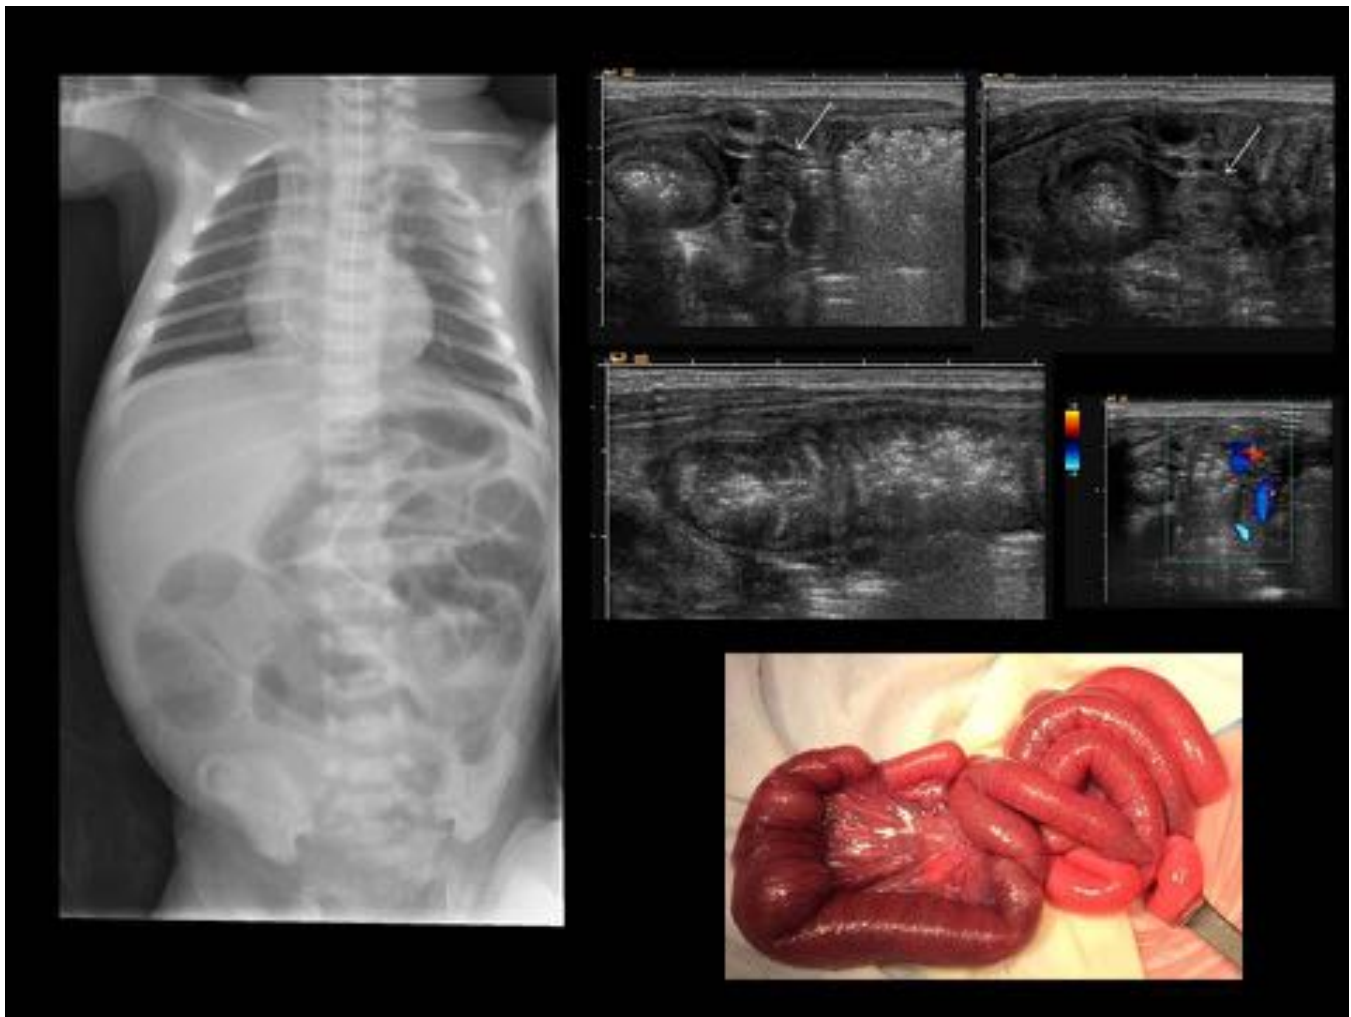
DILATACIÓN SEGMENTARIA CONGÉNITA DEL ÍLEON. RNT de 5 días obstrucción intestinal baja incompleta. No retraso meconiorrexis. Ecografía con asas muy distendidas en hemiabdomen izquierdo y colapsadas en íleon distal. Cambio de calibre en FII, con asas engrosadas; posible estenosis. No signos de malrotación. Cirugía con asa ileal dilatada y engrosada, sin evidencia de atresia o estenosis extrínseca. La AP no demostró isquemia, aganglionosis ni otro tipo de disgenesia intestinal.
